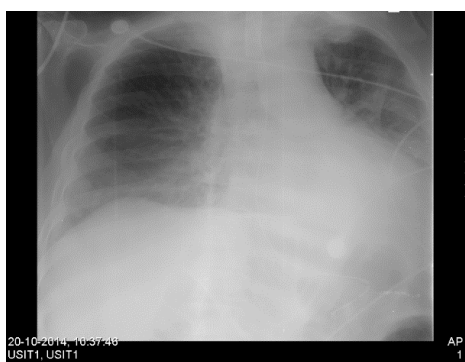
Telerradiografía de tórax de 20/10/2014
